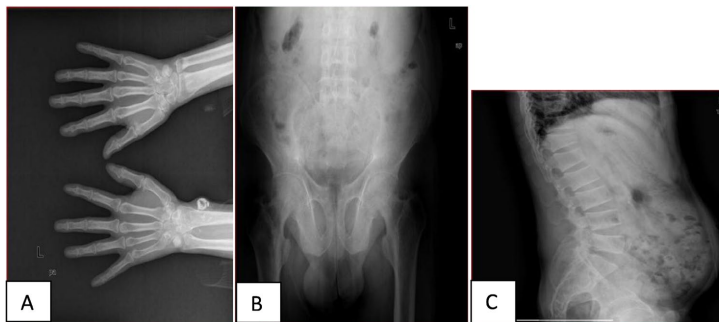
X-rays of both hands, pelvis, and lumbar spine
